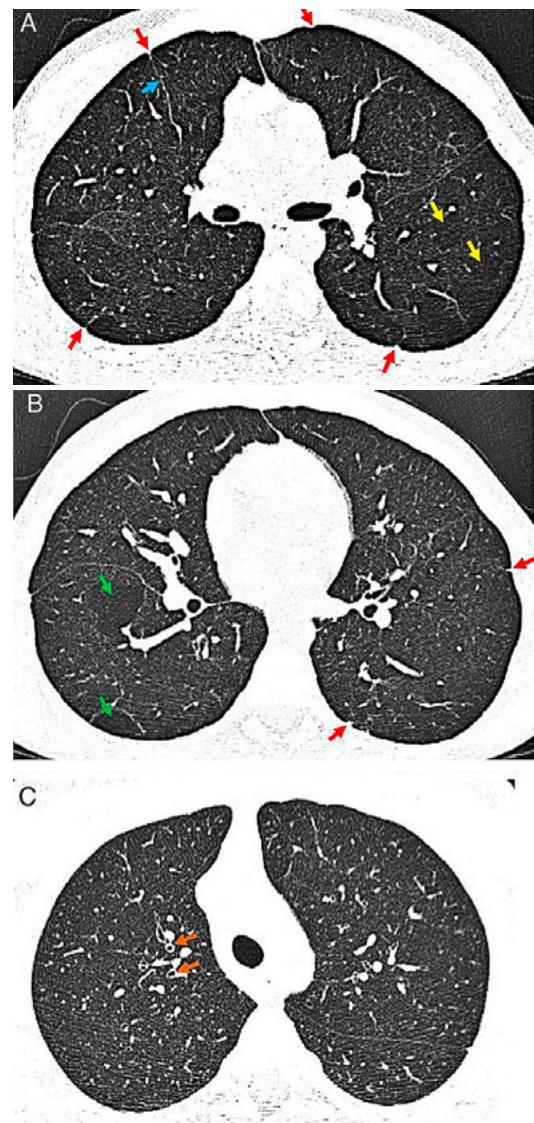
Anomalies thoraciques à la TDM dans les dysplasies bronchopulmonaires contemporaines.
